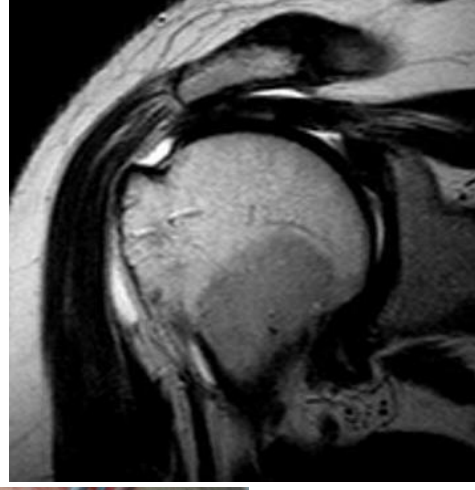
Vaka 1' in preop MRG ve intraop klinik görüntüleri
